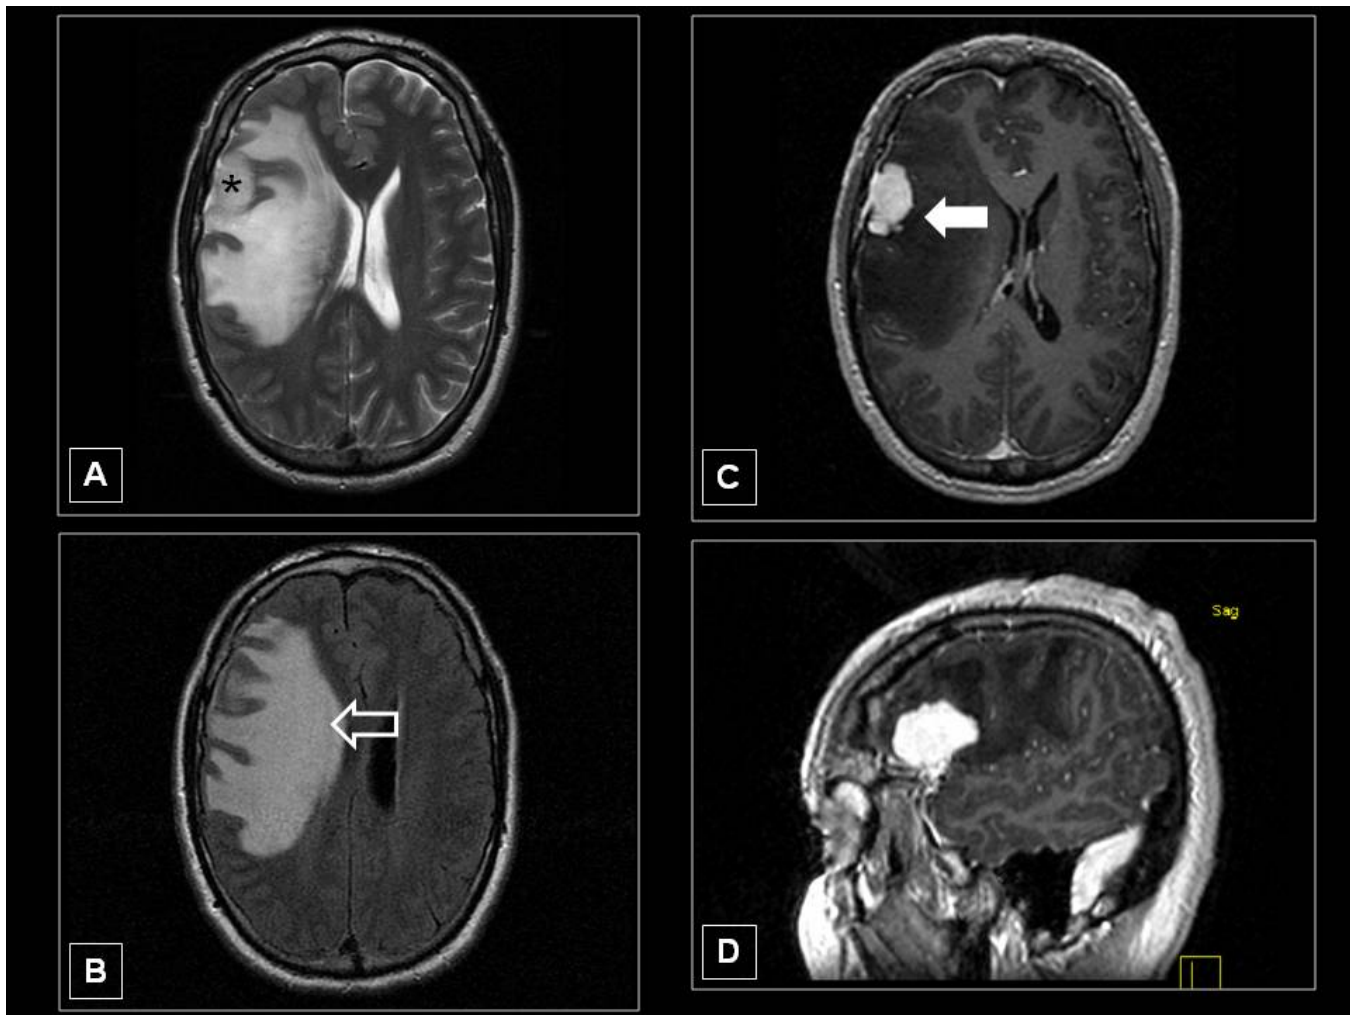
LINFOMA. RM potenciada en T1 (A), T2 (B), T1 con contraste (C) y DWI (D) muestra lesión leptomenígea (flecha hueca) que tiene un realce intenso y nodular (flecha hueca) y que restringe la difusión (asterisco).
